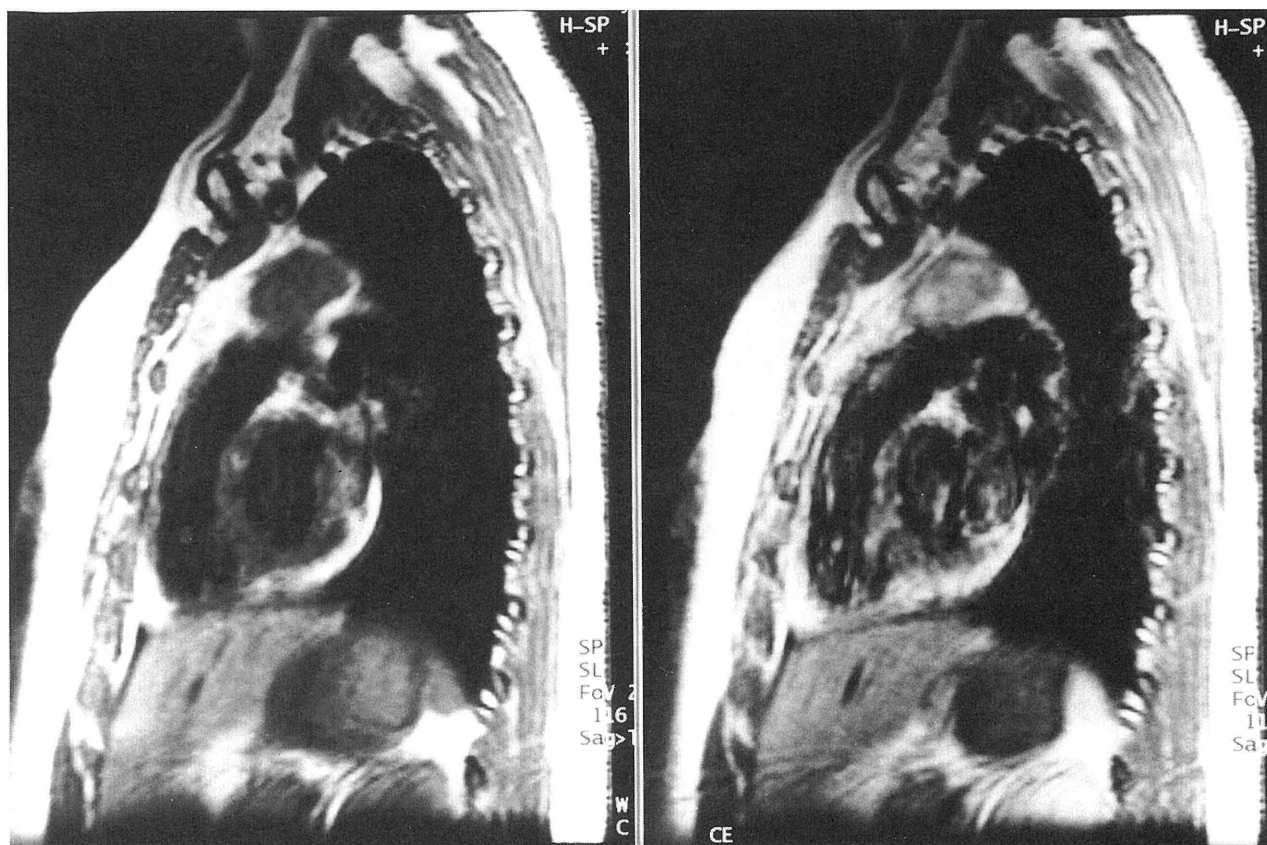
胸部MRI矢状断像。(左図) T1強調画像。(右図) 造影T1強調画像。腫瘍全体に不均一な造影効果が見られる。
